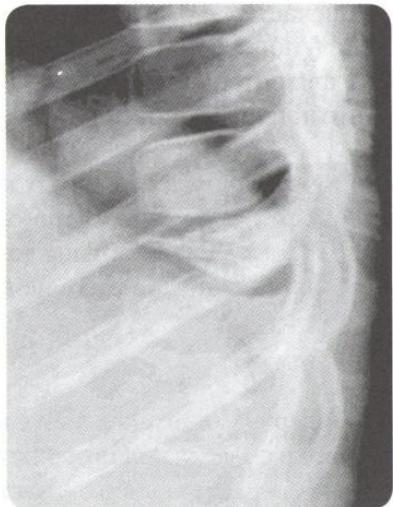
Болезнь Кальве. Рентгенограмма
